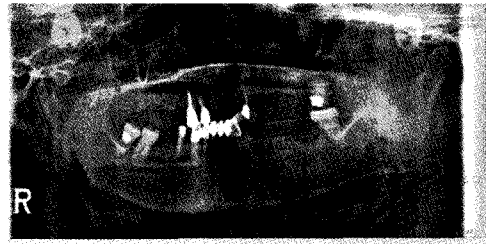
Panoramic radiograph after I&D
